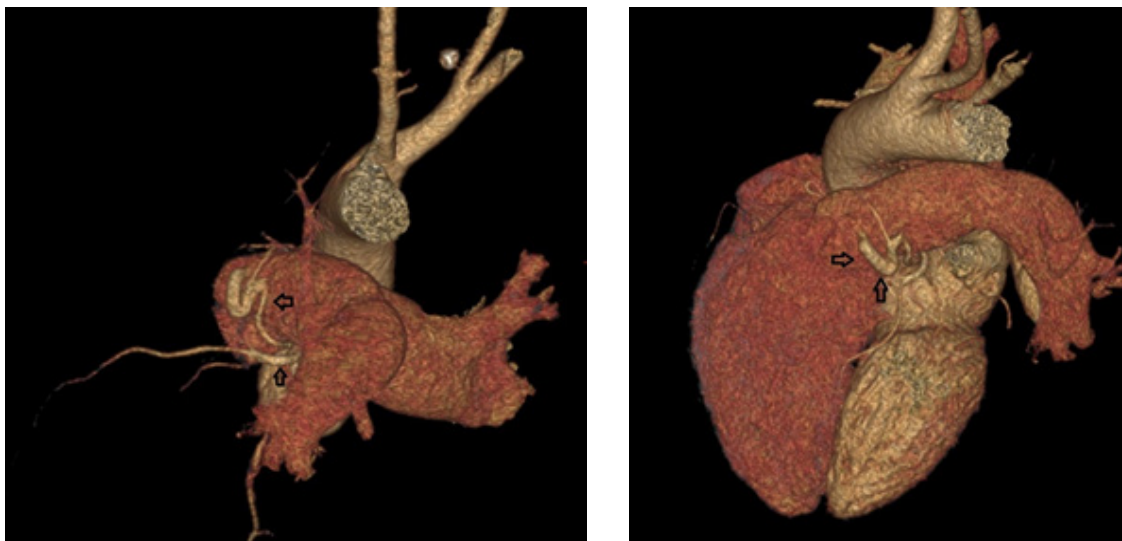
Imagens de tomografia computadorizada com renderização volumétrica em duas orientações diferentes, demonstrando uma fistula de artéria coronária originada da artéria descendente anterior esquerda e drenando para o tronco pulmonar; a conexão fistulosa está indicada pela seta
